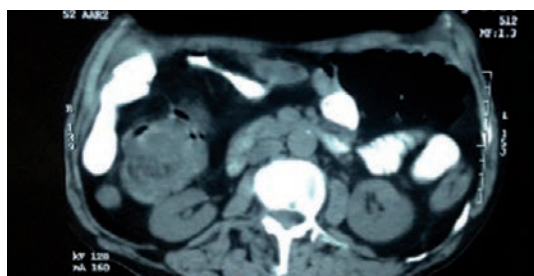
Tomografía computarizada contrastada de abdomen en corte axial que demuestra imagen del componente colocolónico de la intususcepción de lado derecho (*flecha*).
